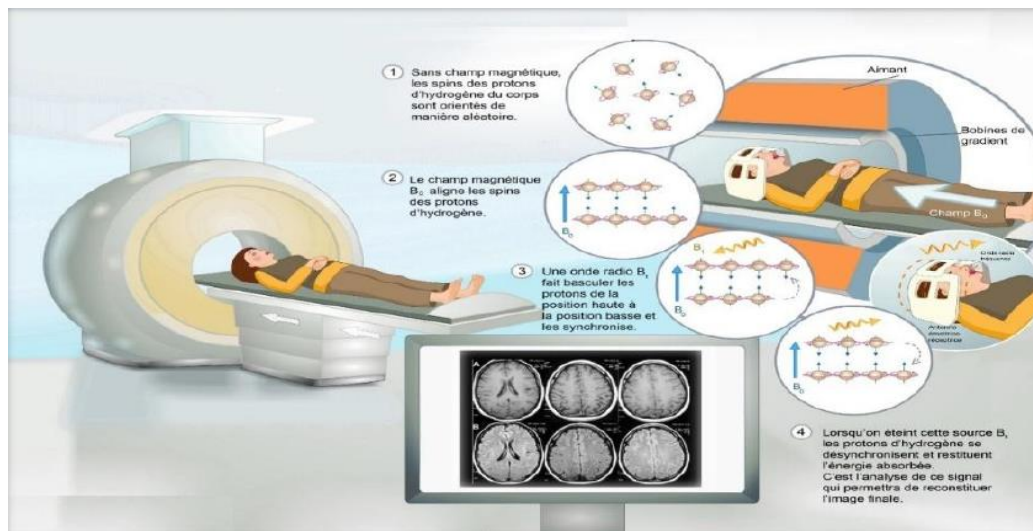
L'IRM anatomique
